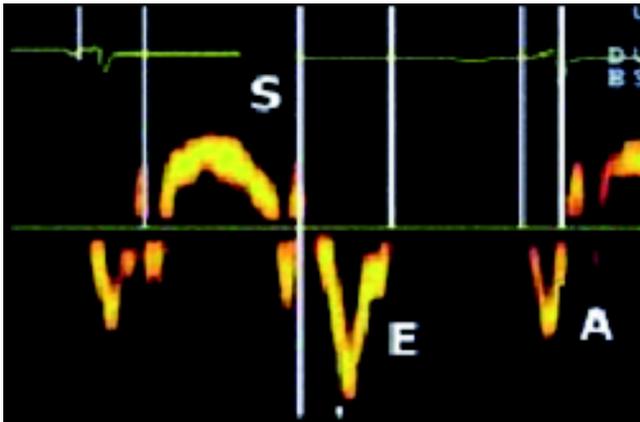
Doppler tisular pulsado espectral.
